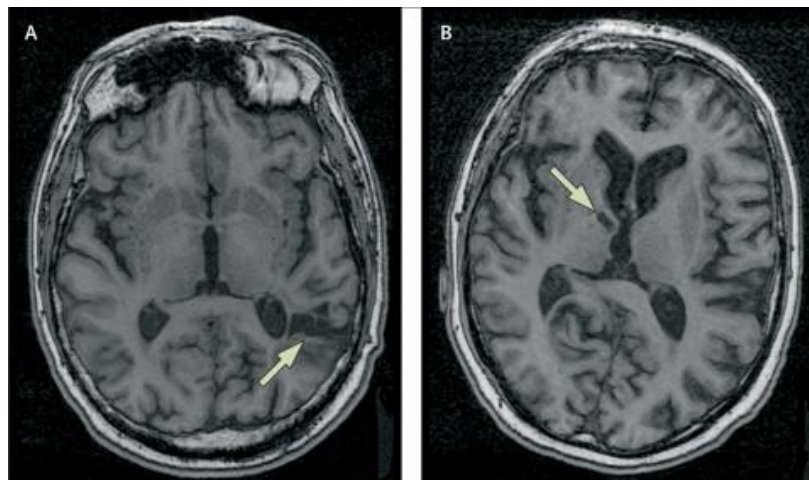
IRM, T1 : INFARCTUS SILENCIEUX.
